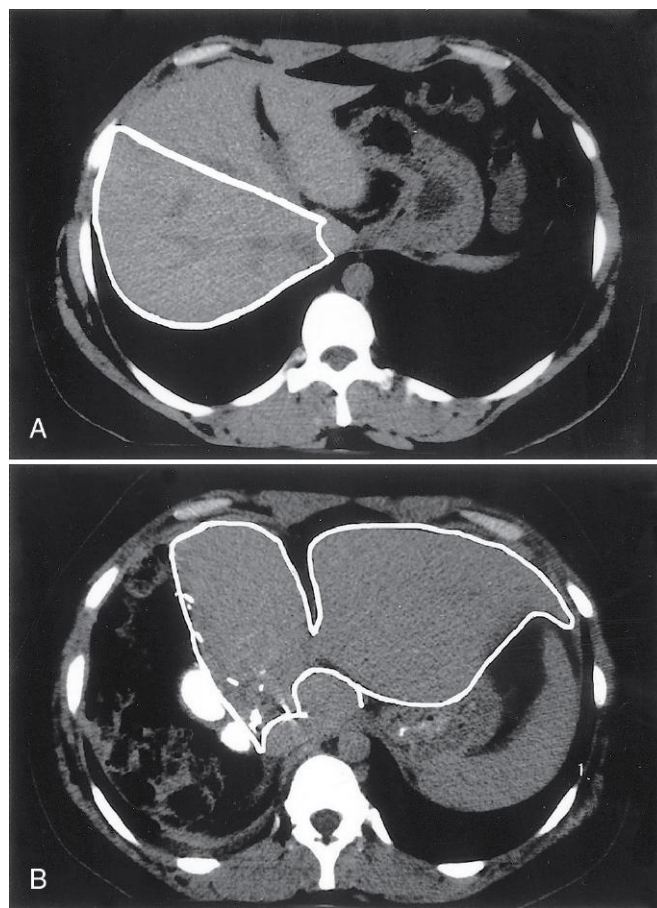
Regeneración del hígado. Estas tomografías computarizadas muestran un hígado de donante en un trasplante de hígado de donante vivo. A. Hígado de donante antes de la cirugía. Obsérvese el lóbulo derecho (marcado con una línea), que será resecado y utilizado como trasplante. B. Tomografía del mismo hígado a la semana de la extirpación del lóbulo derecho; obsérvese la hipertrofia del lóbulo izquierdo (marcado con una línea) sin recrecimiento del derecho.
